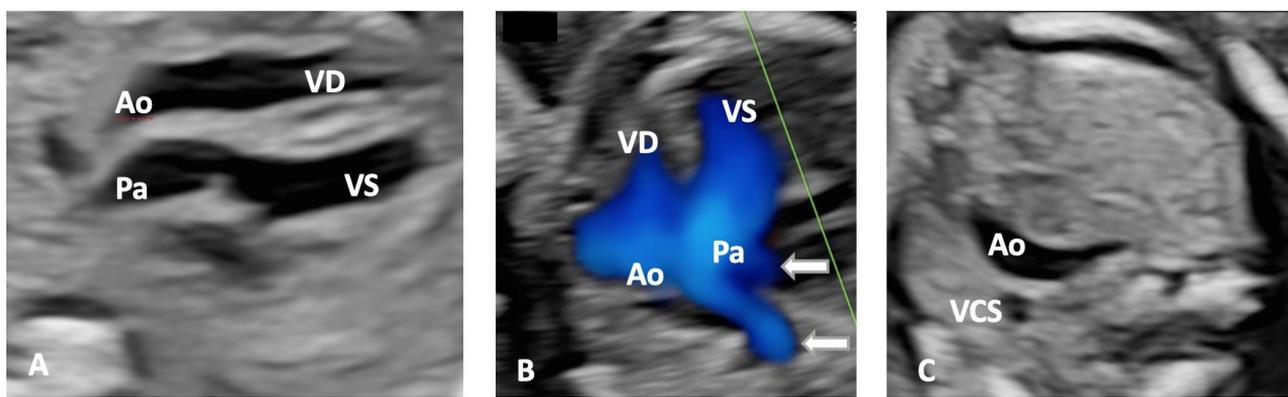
(A) In asse lungo di sinistra si osserva la discordanza ventricolo-arteriosa e l'aspetto a "canna di fucile" dei grossi vasi; (B) Il Doppler Colore contribuisce ad evidenziare il decorso parallelo dei vasi. Le frecce indicano la biforcazione delle arterie polmonari; (C) In scansione tre vasi e trachea si evidenziano solamente aorta e vena cava superiore e non si visualizza l'arco duttale.
